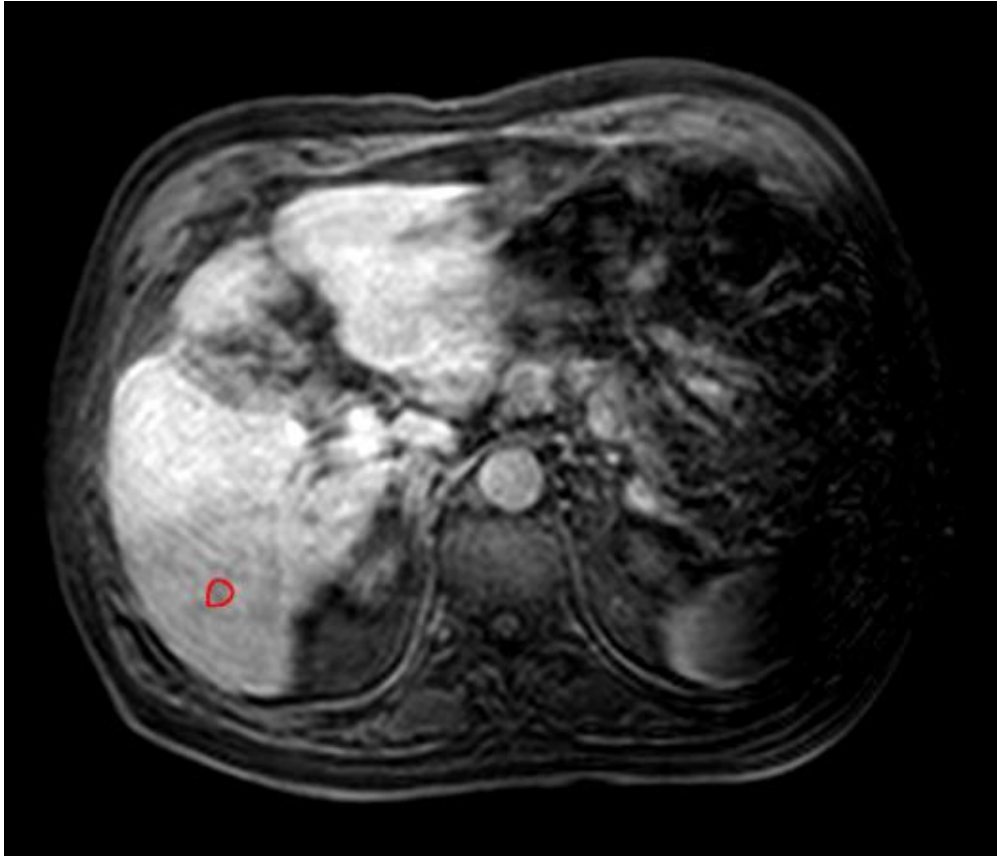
6-Wochen-FU-MRT, Thrive-Wichtung: Metastase (rot)
